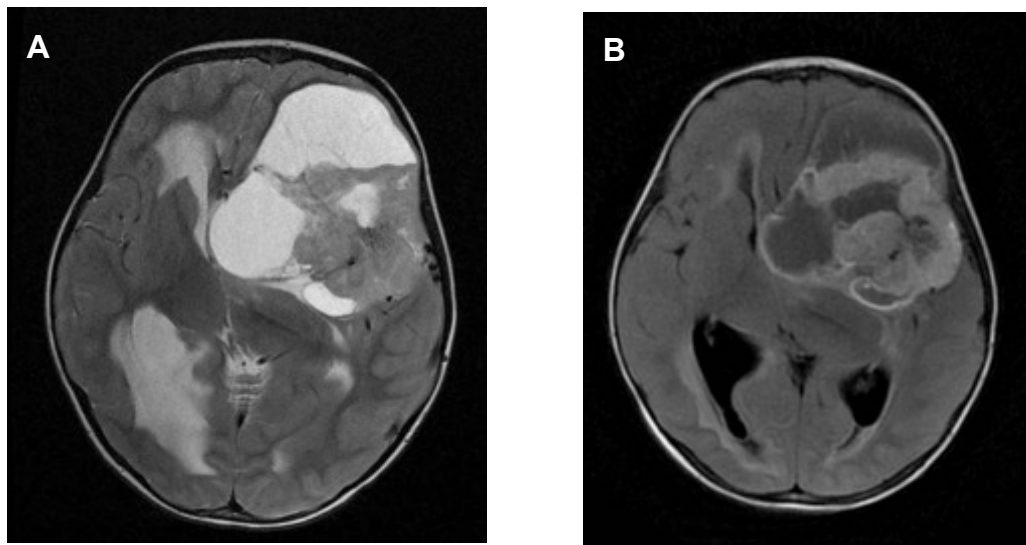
IRM en coupe axiale T2 (A) et T2 Flair (B) d'une PNET sus-tentorielle.
